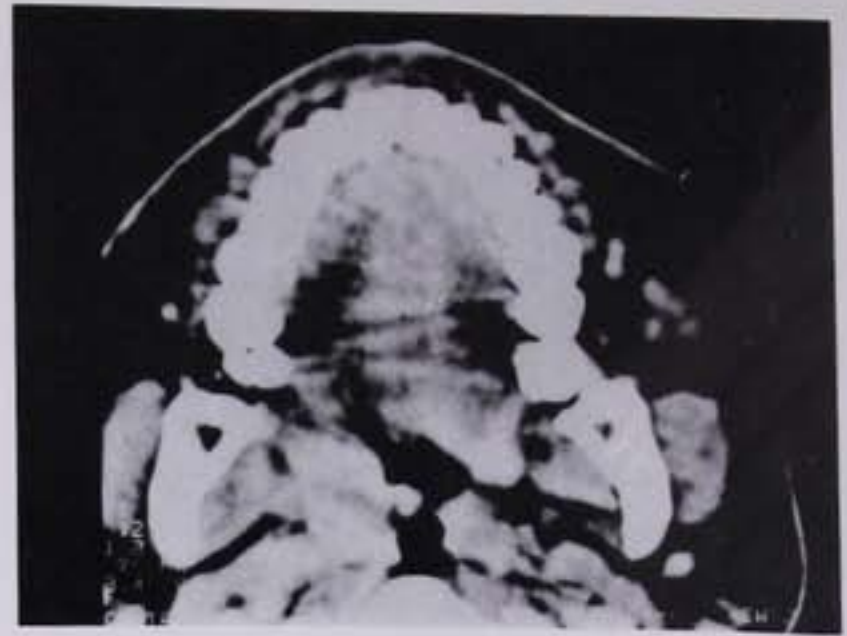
Tomografía computada que muestra tumor de planos blandos en mejilla izquierda, con importante captación del medio de contraste
